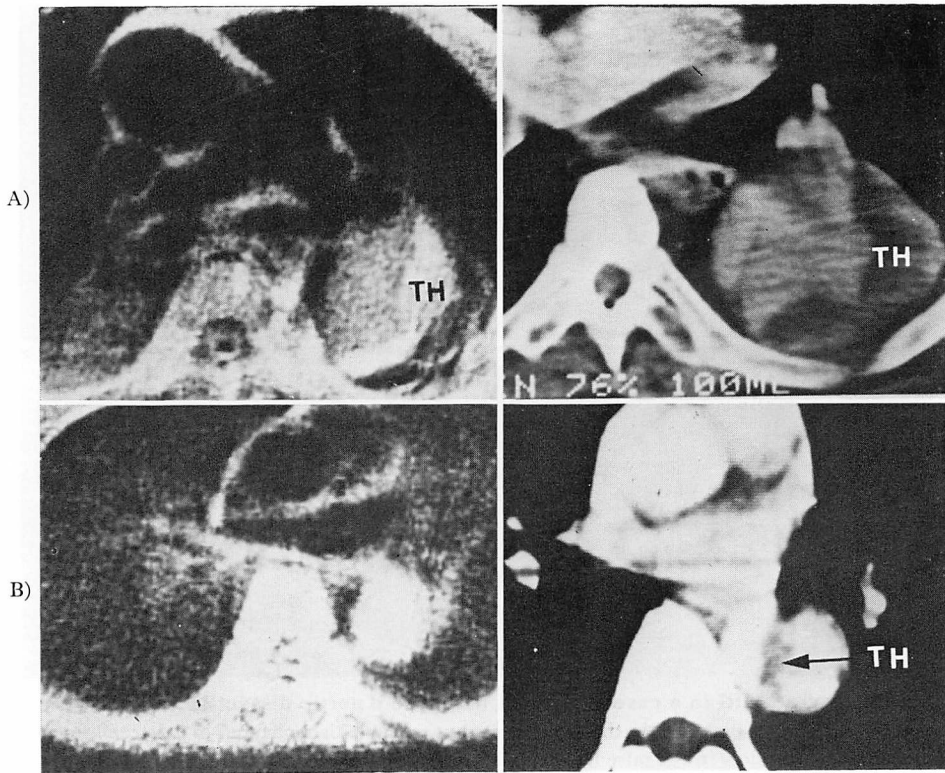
Comparison between transverse MRI (left) and contrast X-CT scan (right).
